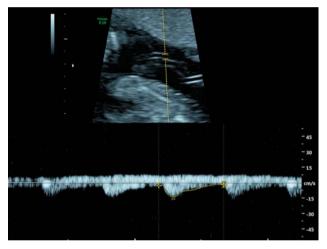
Кровоток в артерии пуповины через 7 ч после трансфузии.
